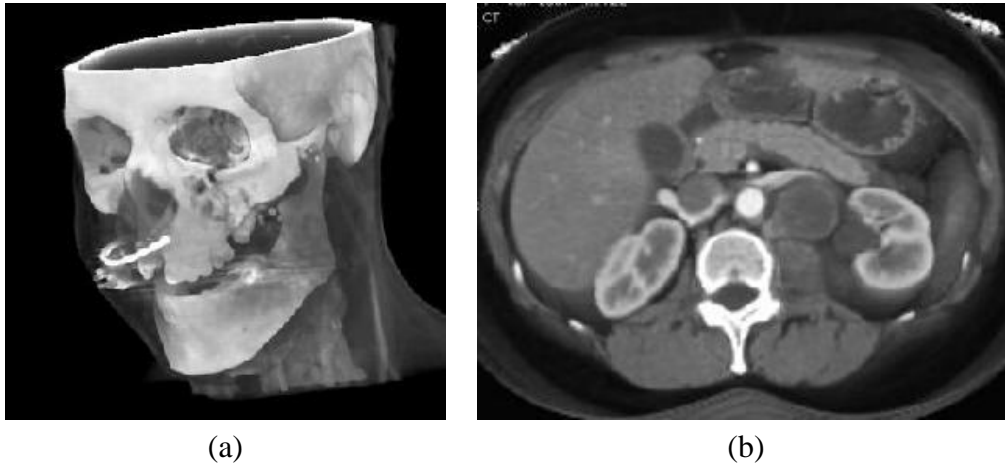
Imagens obtidas através de tomografia computadorizada.
